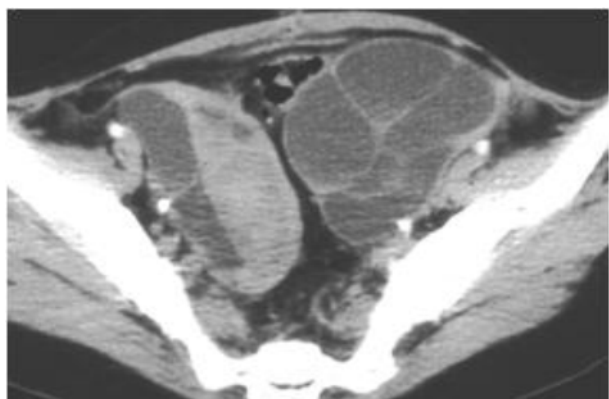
TC pélvica. Presença de quistos teca luteínicos em ambos os ovários.
